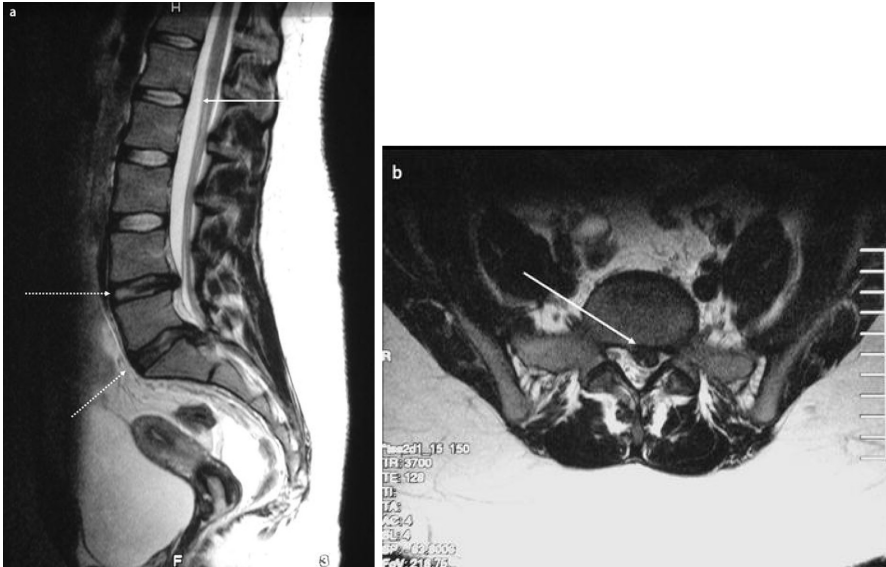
MRT der LWS in sagittaler und transversaler Schnittführung. a In dem Segment L1/L2 (*durchgehender Pfeil*) hypointense Linie im Nucleus pulposus als Zeichen einer frühen Degeneration (Stadium I). In den Segmenten L4/L5 und L5/S1 (*gestrichelter Pfeil*) ist eine deutliche Abschwächung der Bandscheibenhypertensität zu erkennen. b Zusätzlich zeigt sich in beiden Segmenten ein Bandscheibenprolaps (Stadium IV) mit Einengung des Spinalkanals in der transversalen Schichtung
